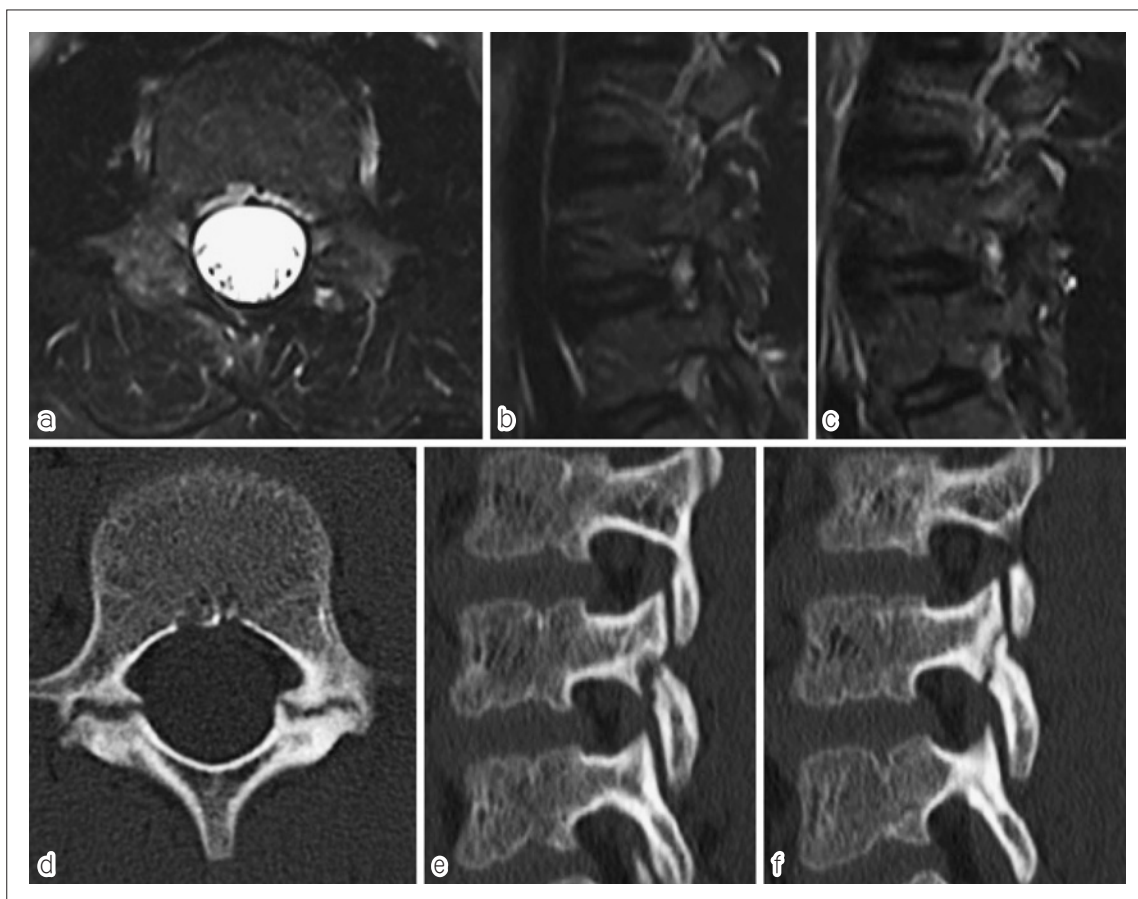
a-c : MRI の STIR 条件で両側の L4 椎弓根周囲に骨髄浮腫の消失を認める。a が水平断, b が右傍正中矢状断, c が左傍正中矢状断。
